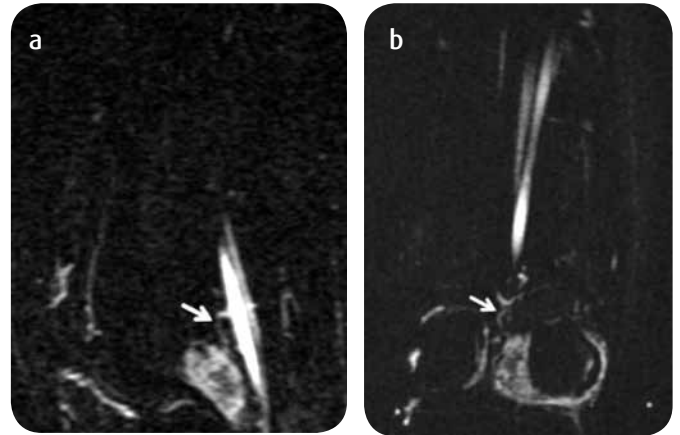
Angiorresonancia de rodilla derecha. Reconstrucciones a) sagital y b) coronal: La vascularización de la lesión proviene de las ramas geniculares de la arteria poplítea (flechas).
